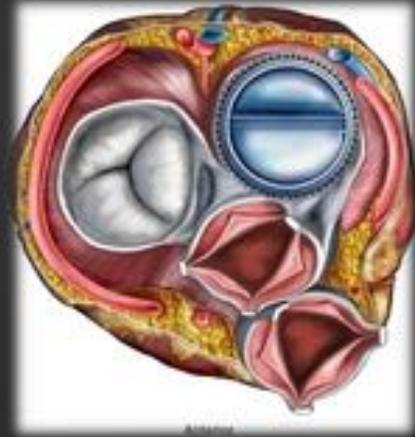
Válvulas cardíacas y anillos de anuloplastia (dispositivos RM compatibles).
